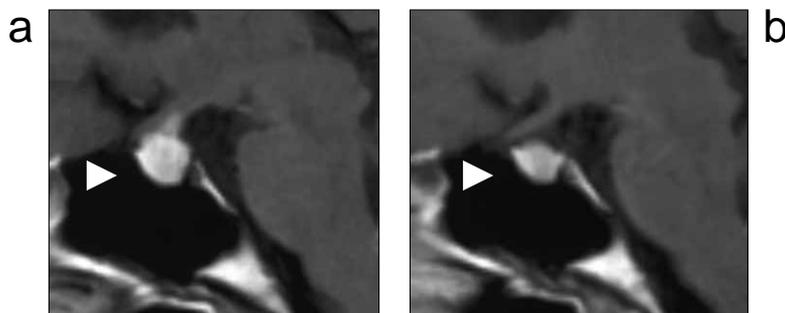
a): Brain MRI before steroid therapy revealed an enhancing suprascleral mass (11mm). b): Six months after initiation of steroid therapy, the mass became smaller than before (8mm).
